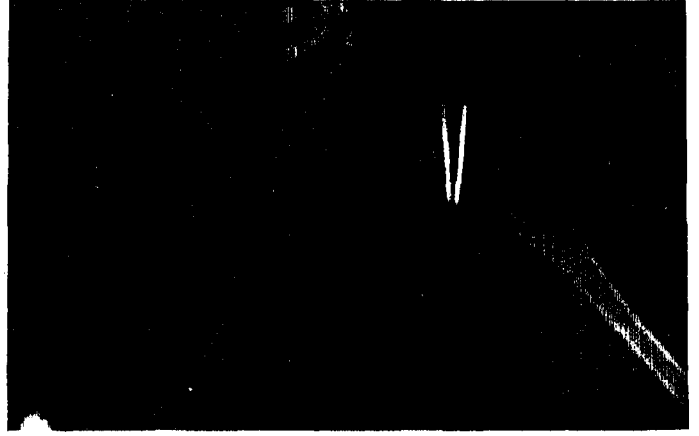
b : Sağ taraf ameliyatından sonra erken dönem grafisi
